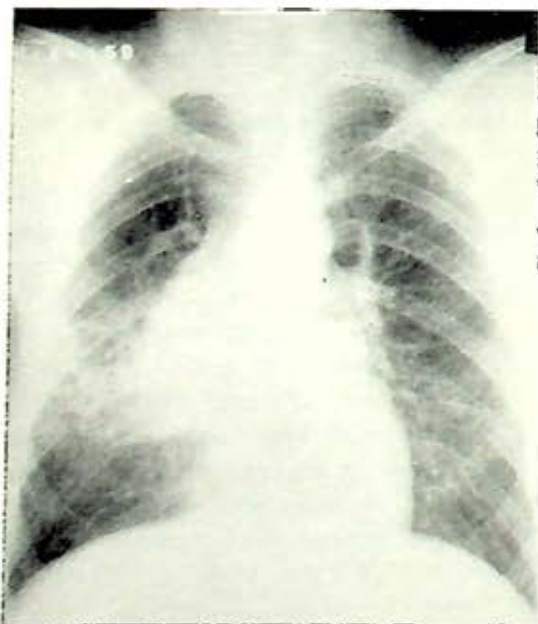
Caso I. Radiografía preoperatoria, opacidad de apariencia tumoral en la región hilar e infiltrado pulmonar en la parahiliar derechas.
